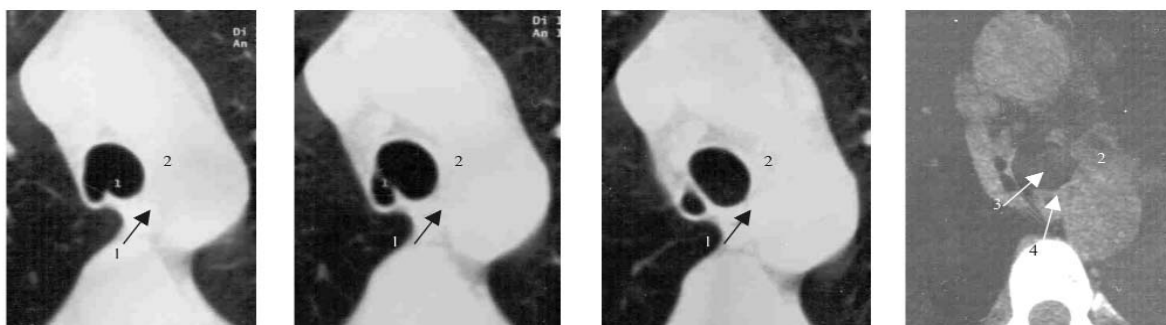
Компьютерные томограммы больной К-й, на которых обозначены: 1 — трахеальный бронх (начальный диаметр последнего составляет 8 мм) и который в дальнейшем делится на 2 сегментарных бронха (3 и 4), 2 — трахея.
